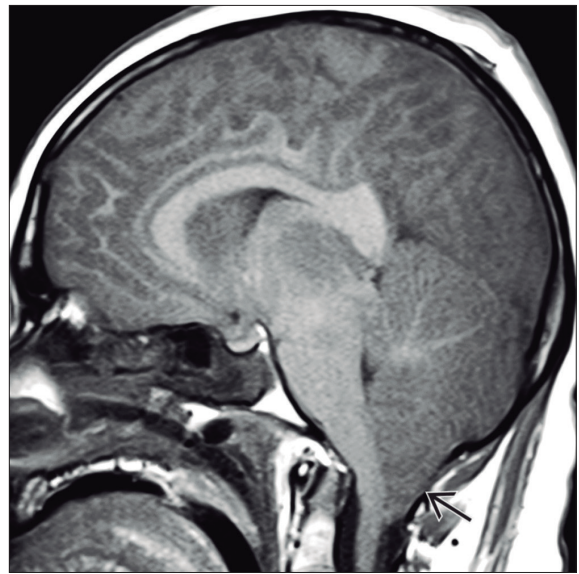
RM sagital en T1 que muestra edema encefálico difuso y herniación transtentorial descendente, similar a la autopsia mostrada en la Figura 3.13. Nótese la herniación amigdalina grave (*flecha recta*).
